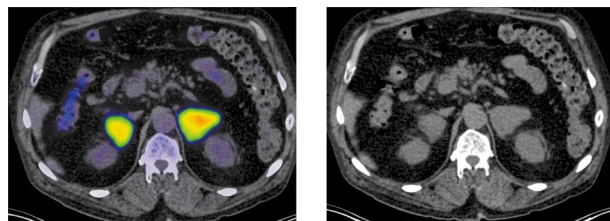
Больной А., 65 лет. В аксиальной проекции ПЭТ/КТ- и КТ-исследовании определяются объемные образования в надпочечниках с обеих сторон размерами слева до 41×51 мм, справа – до 38×28 мм, с гиперфиксацией 18F-ФДГ, SUV_{max} – 22,29.
